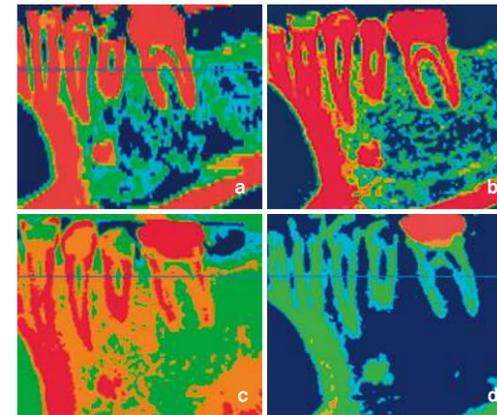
十河の左側臼歯部における骨質カラー表示(Misch分類)。a) 医科用CTシーメンス社(16列) b) RevoluX(空間分解能が高い分、図5aより細かく再現されている) c,d) CT値が出ない歯科用CTの例(全く色合いが異なる)
